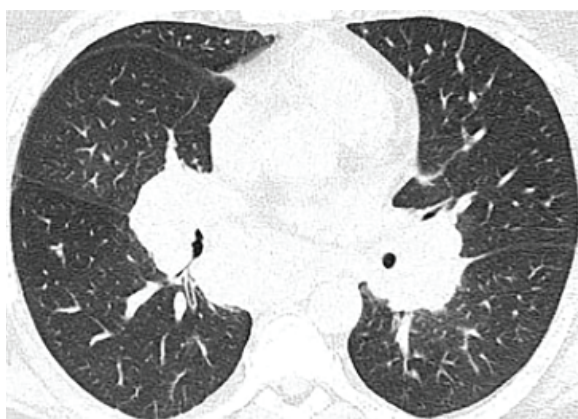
Пацієнт Б., 39 років. КТ ОГП, аксіальний зріз: різко виражена ДПЛ (3 бали)
